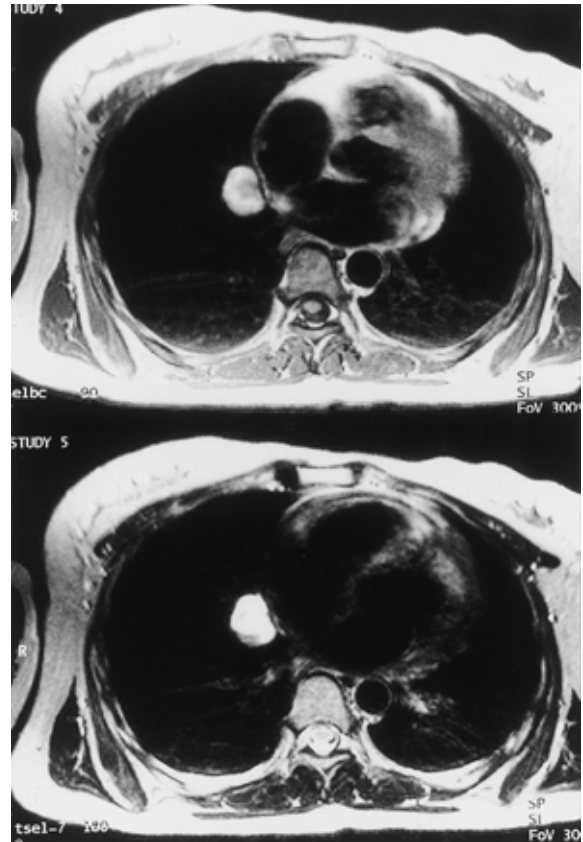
A well-circumscribed mass was seen in the right lower lobe on magnetic resonance imaging (MR imaging).
